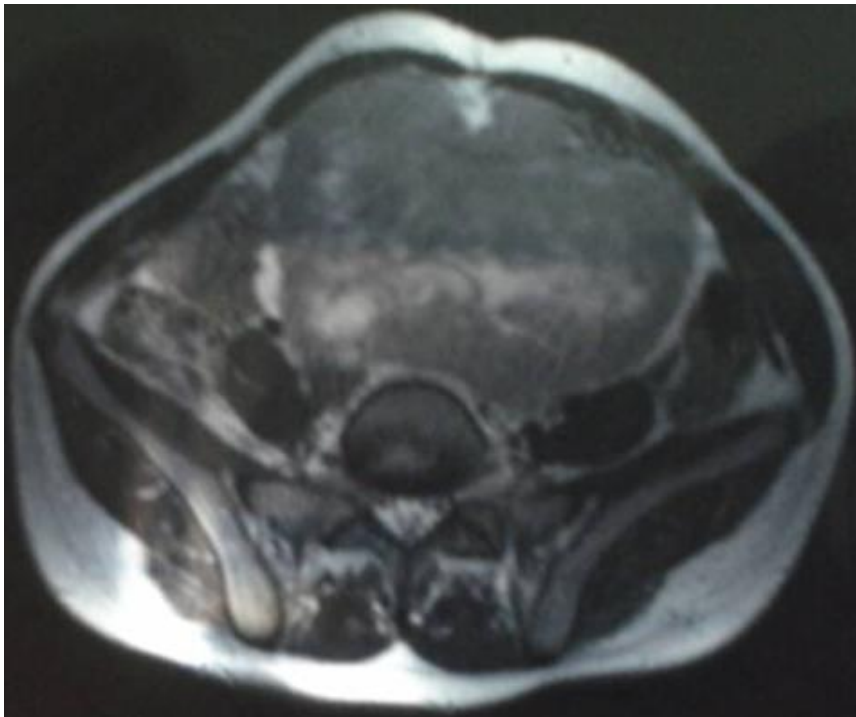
IRM pelvienne montrant une volumineuse masse abdominopelvienne sus-vésicale.
